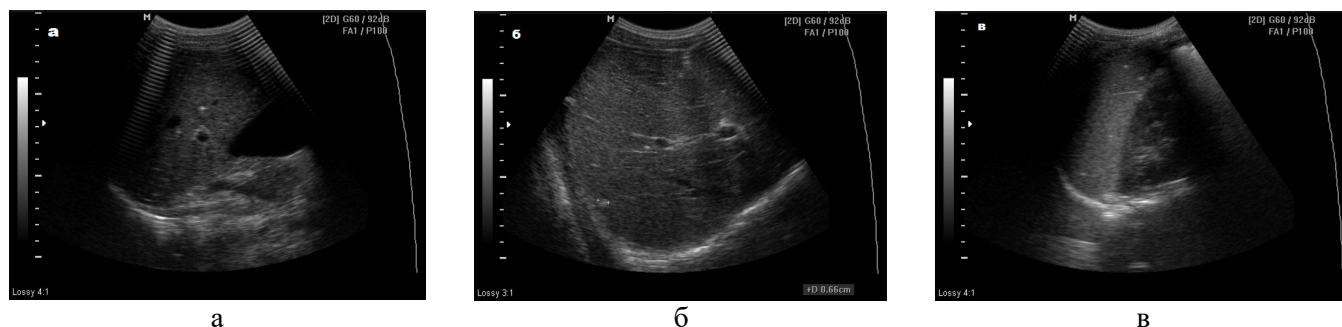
УЗИ печени (а, б) и селезенки (в) ребенка Р. 13 лет. Диагноз: очаговый туберкулез S1 правого легкого в фазе инфильтрации. Определяется повышение эхогенности паренхимы печени и селезенки, уплотнение стенок селезеночной и печеночных вен, множественные кальцинаты печени и селезенки размерами до 7 мм.
